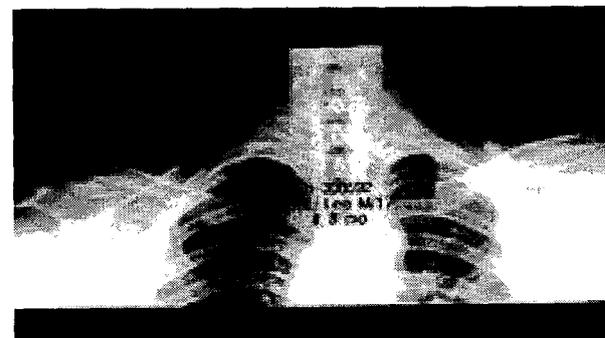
Anteroposterior view of follow-up radiographic picture of case 2 at 8 months after injury shows complete bony union and reduced coracoclavicular interval.
